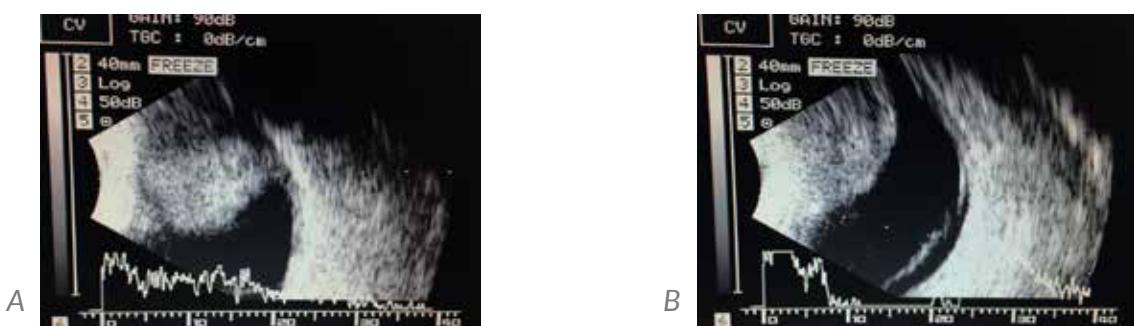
Ultrasonografía ojo izquierdo.
